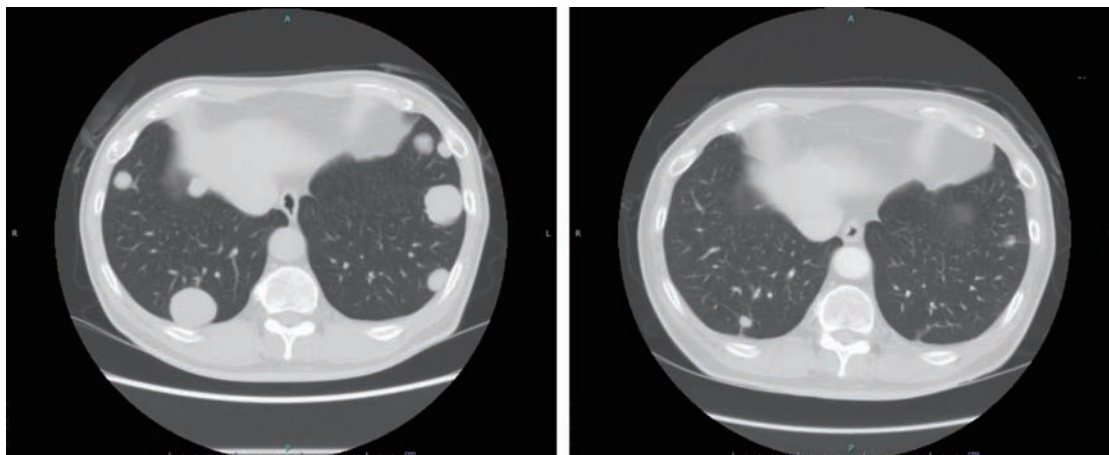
CT images of the chest were compared before and after EP therapy. Significant reduction of lung metastasis was observed.
